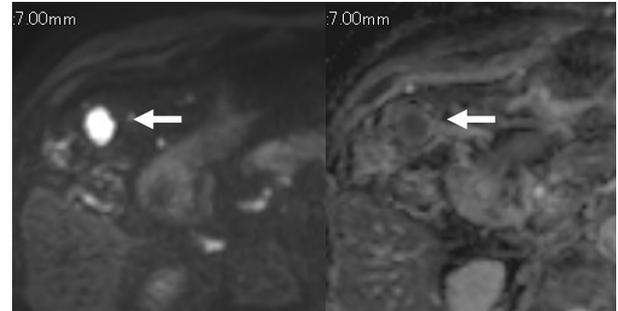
DWI-navi b1000 SENSE dDWI-navi b1000 SENSE
